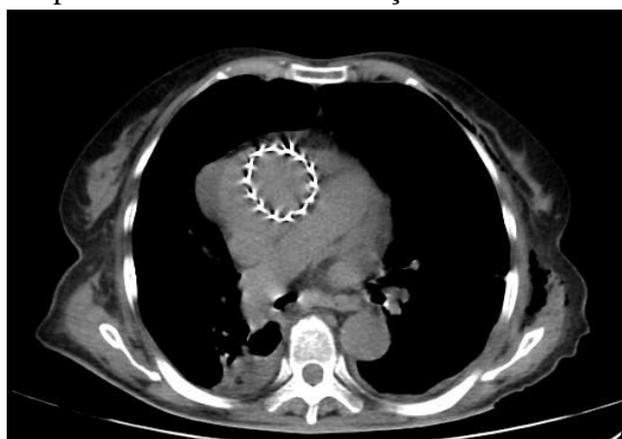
Tomografia Computadorizada de Tórax após abordagem cirúrgica, sendo possível avaliação do stent aórtico.
